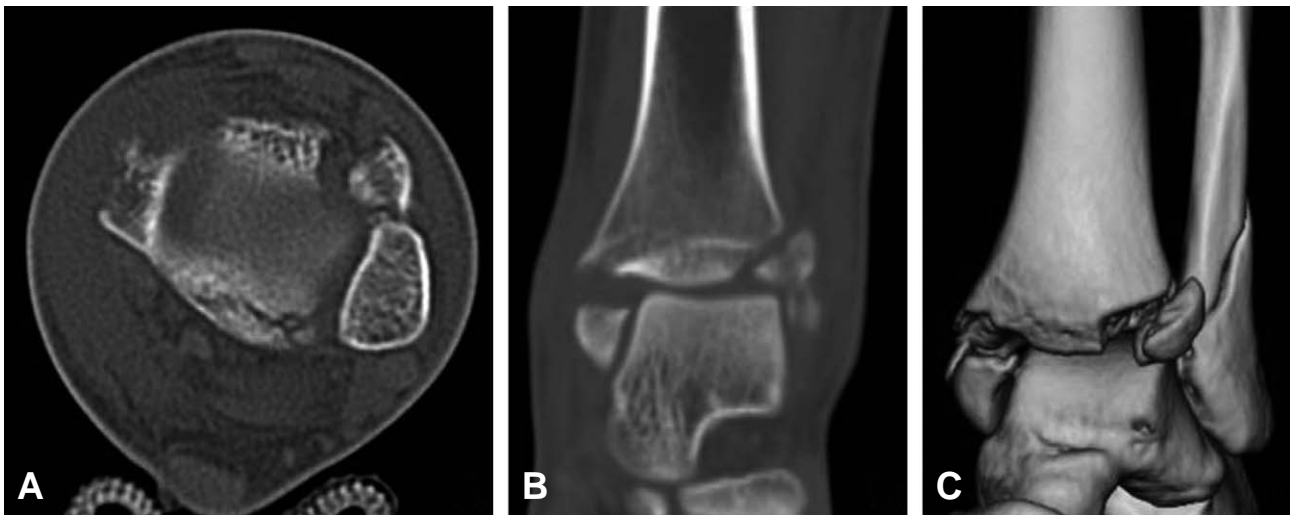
Axial image (A), coronal image (B), and three-dimensional image (C) of the left ankle CT scan shows posterior malleolar fracture and bimalleolar fracture with displaced bony fragments, and avulsion fracture in lateral epiphysis of left distal tibia.
